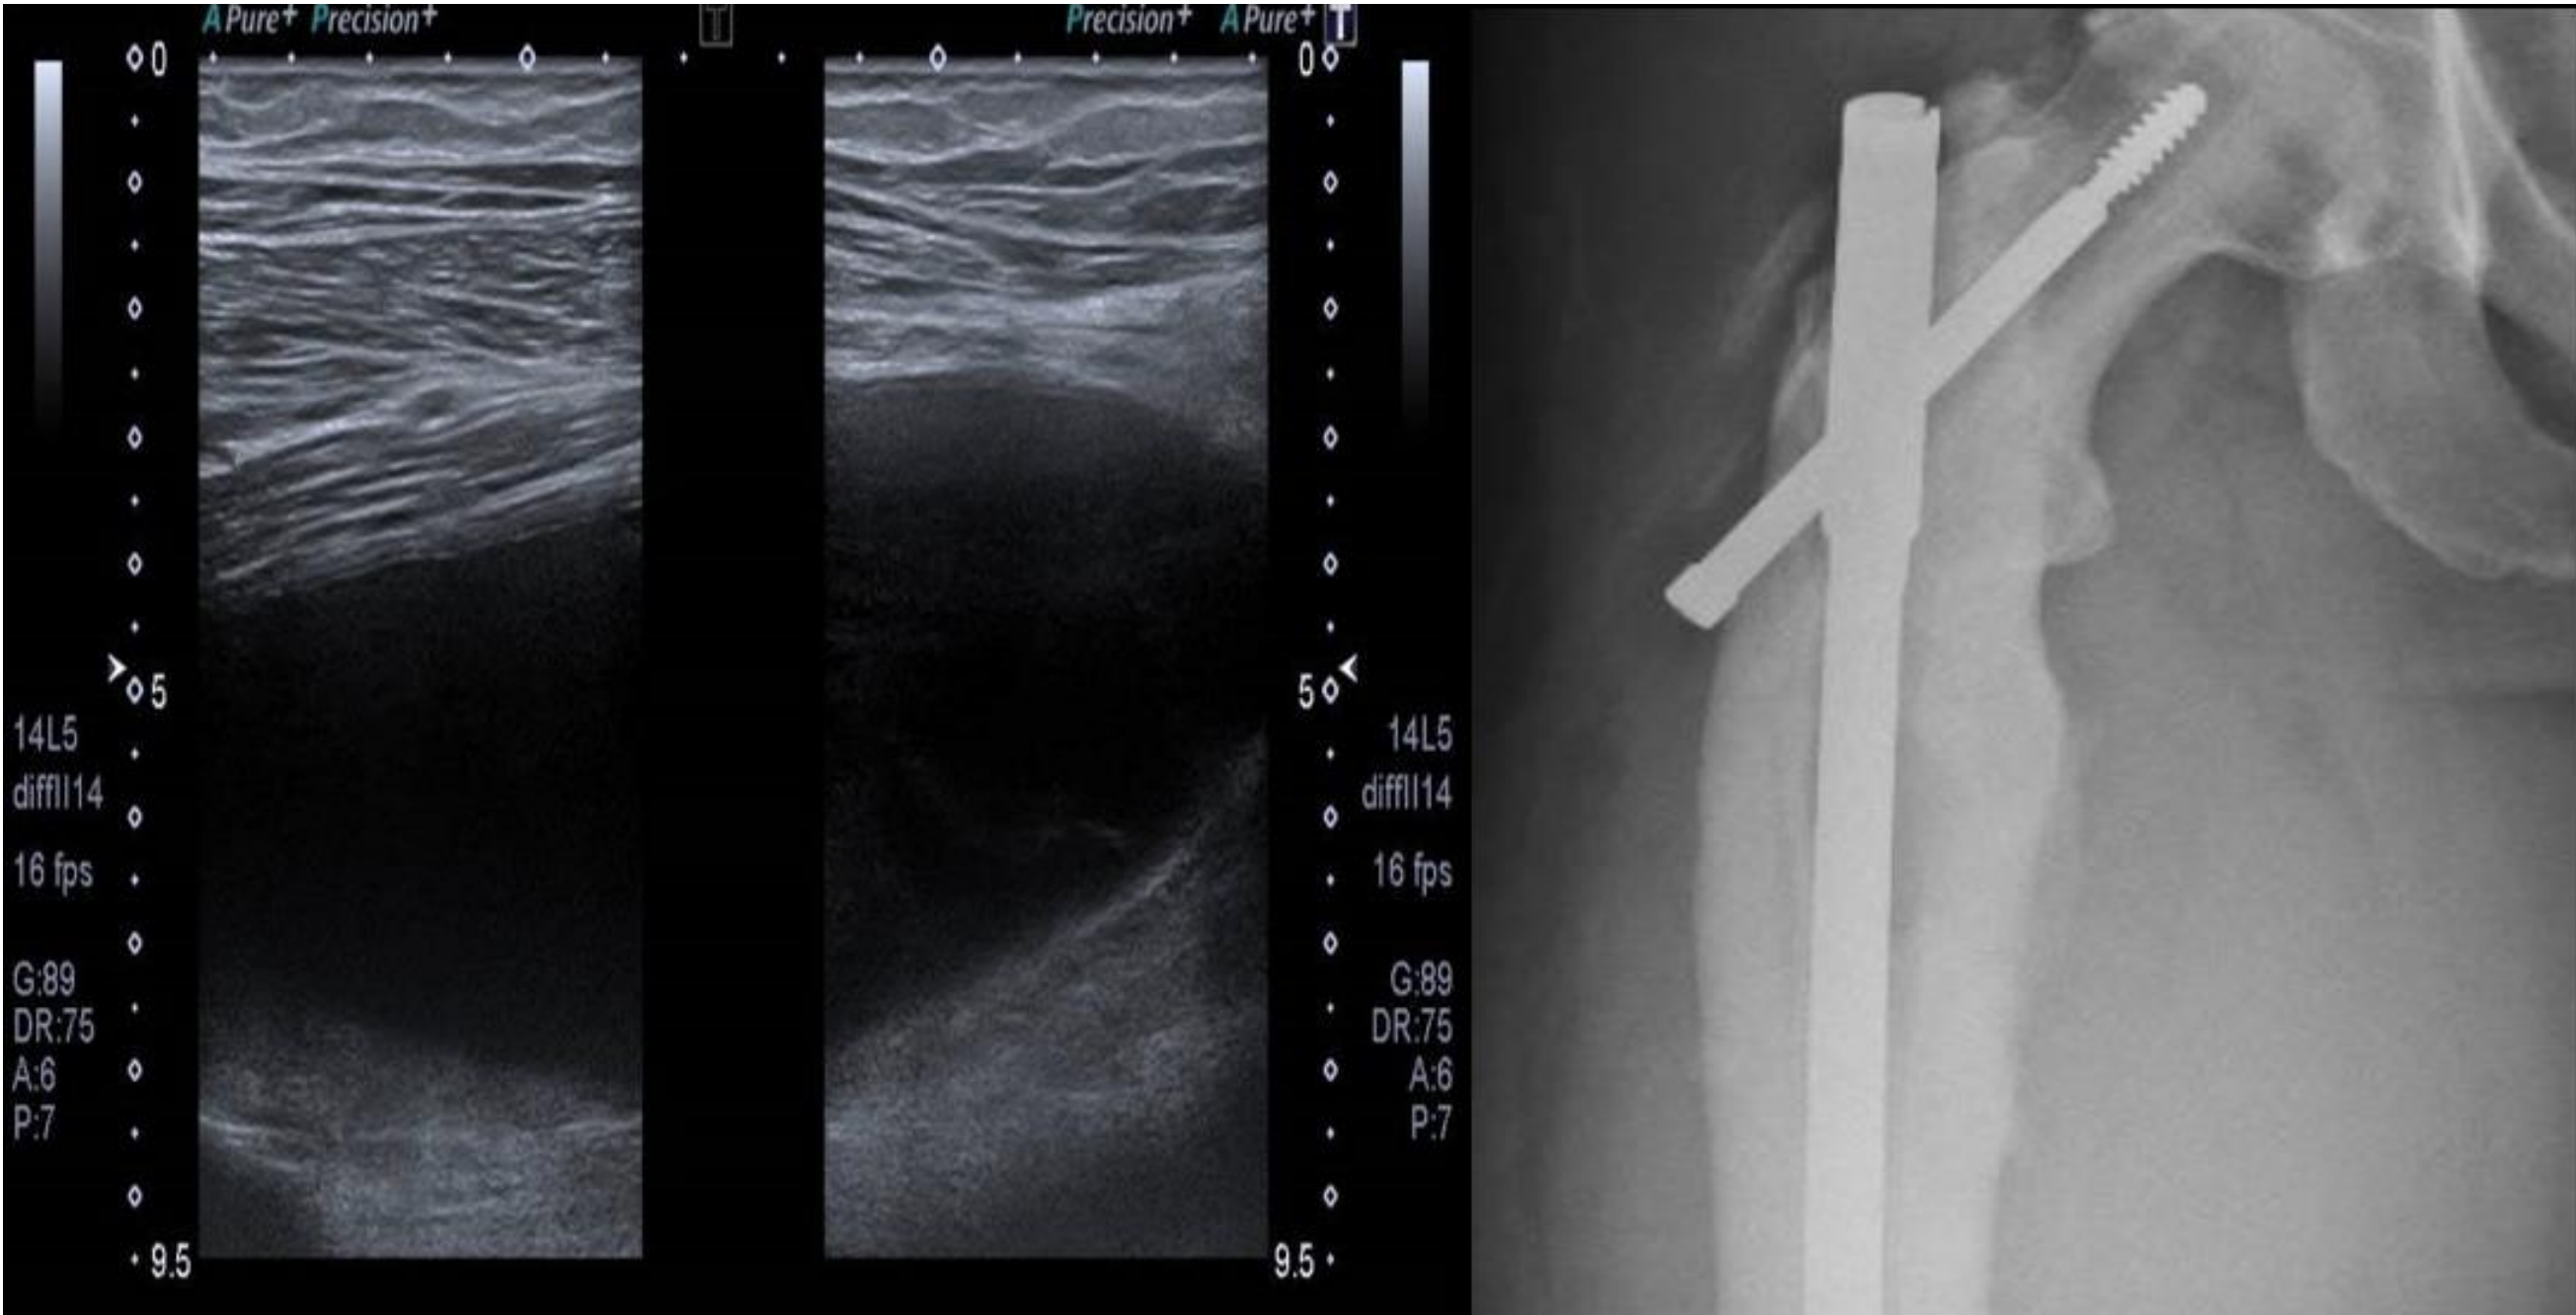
Imagen quística compresible con transductor en ecografía y radiografía realizadas en Urgencias
